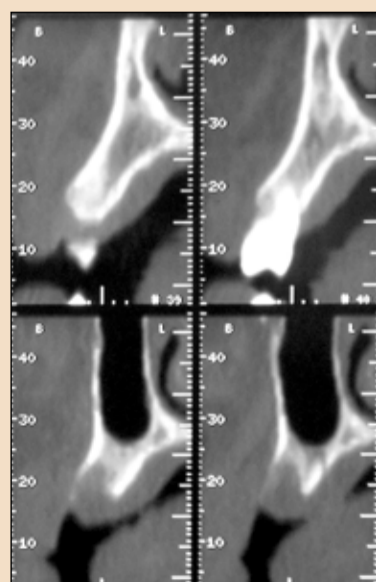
Immagini radiografiche che evidenziano il profilo crestale residuo in corrispondenza del seno mascellare.
